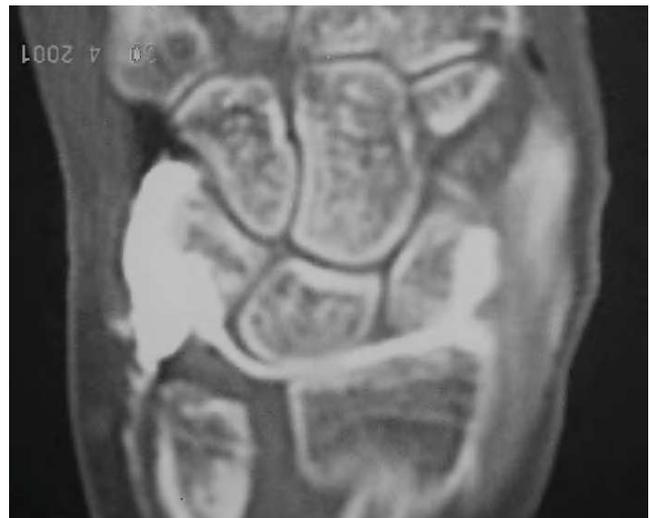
Caso 3. Artrografía y artro-TC en la que se aprecia la incongruencia articular y la indemnidad del FCT.
